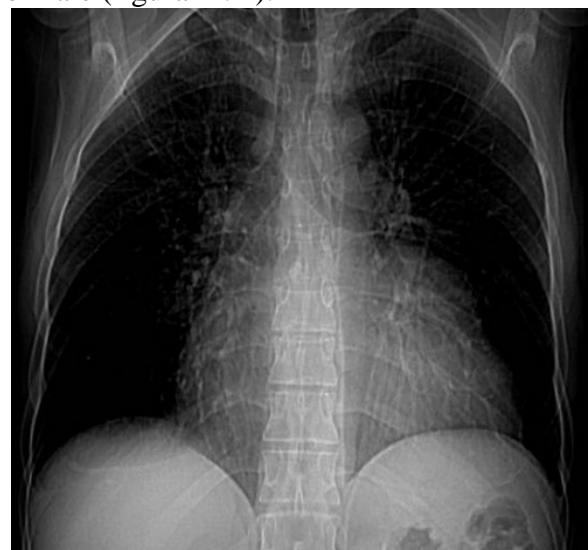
Radiografie cardiopulmonară (detalii în text)
